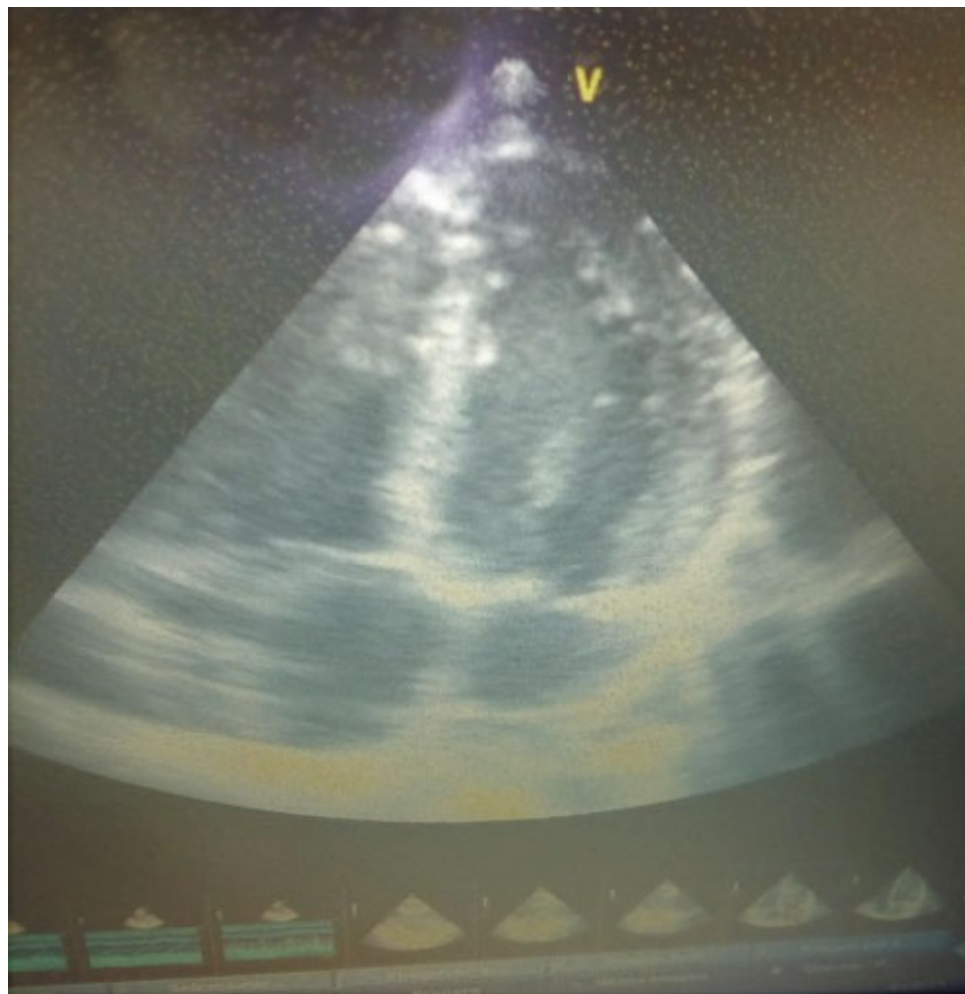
Ecocardiograma transtorácico con eje apical de 4 cámaras donde se evidencia ventrículo derecho normal y válvula tricúspide
